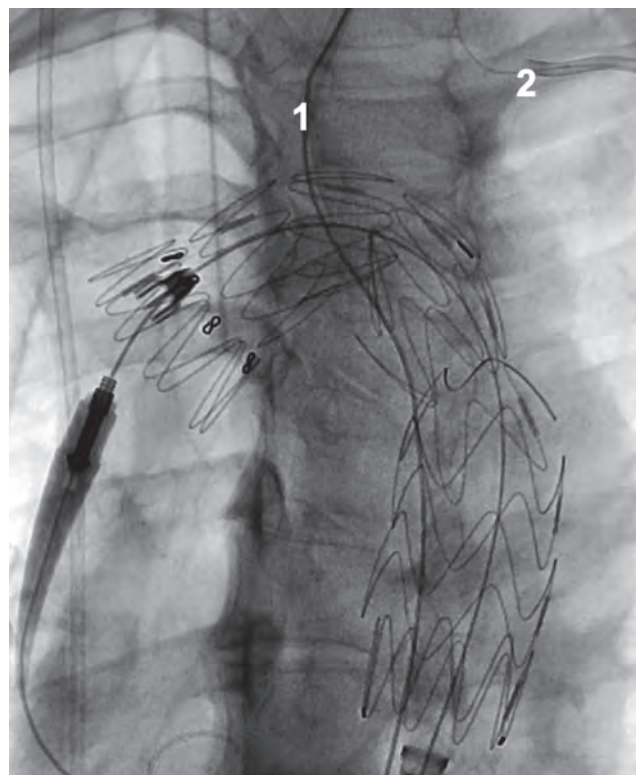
Рентгенограмма грудного отдела в процессе имплантации графт-стента
